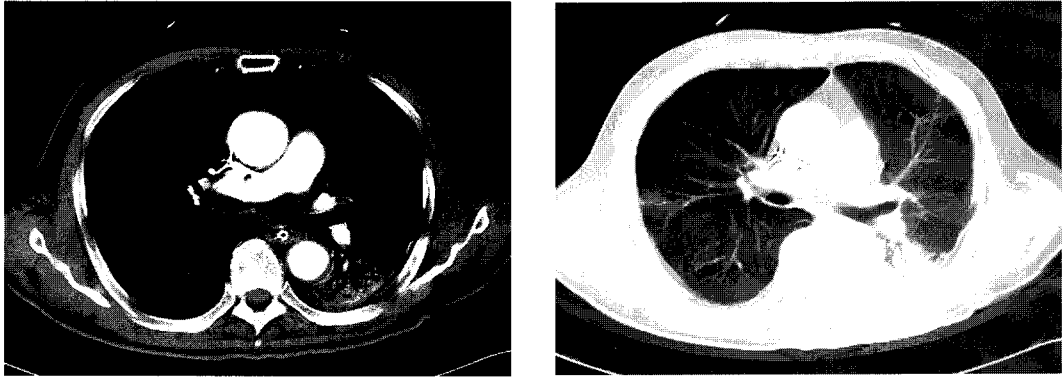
Contrast enhanced chest CT scan with 10mm collimation at the low lobe level shows air-space consolidation with air bronchogram left low lobe & small amount pleural effusion in ipsilateral site.
